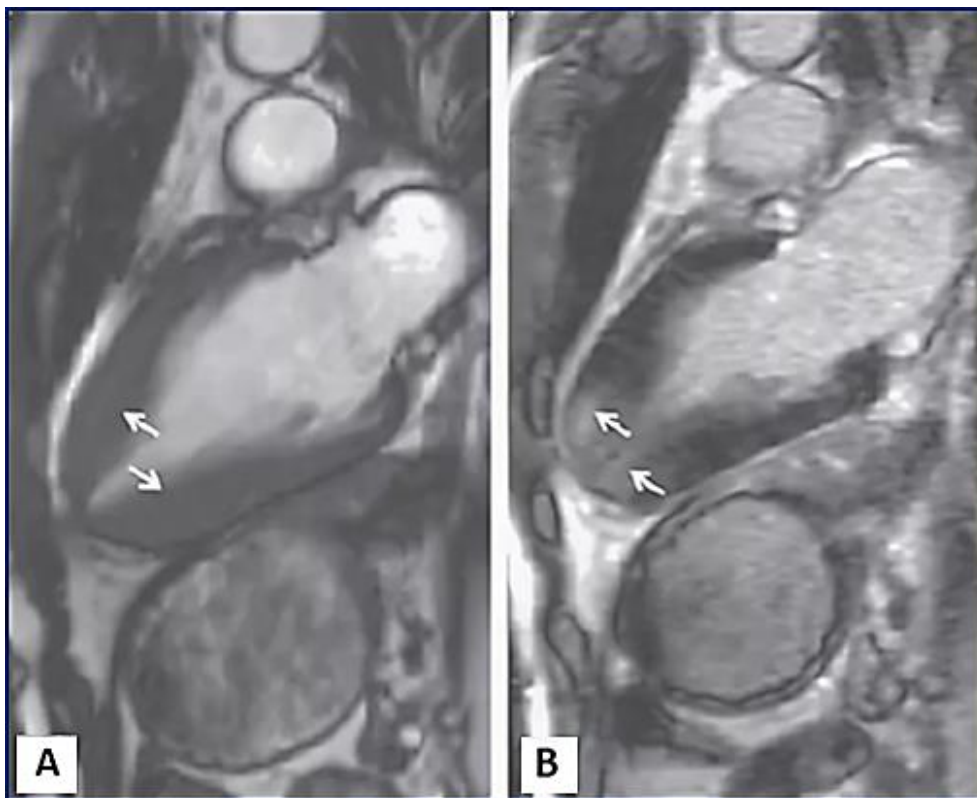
Накопление гадолиниевого контраста при МРТ сердца у пациента с ГКМП: А – гипертрофия вершины (показано стрелками) в вершинном сегменте ЛЖ у пациента с ГКМП, В – позднее накопление гадолиниевого контраста (яркий сигнал отмечен стрелками), что свидетельствует о наличии фиброза в вершинном сегменте миокарда ЛЖ
